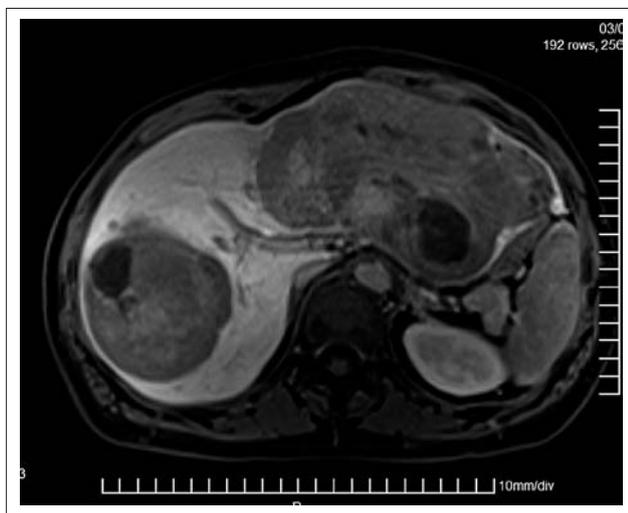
и 6. Магнитнорезонансная и спиральная компьютерная томография. В обеих долях печени определяются несколько крупных опухолевых узлов. Срок наблюдения 10 месяцев, безрецидивное течение
